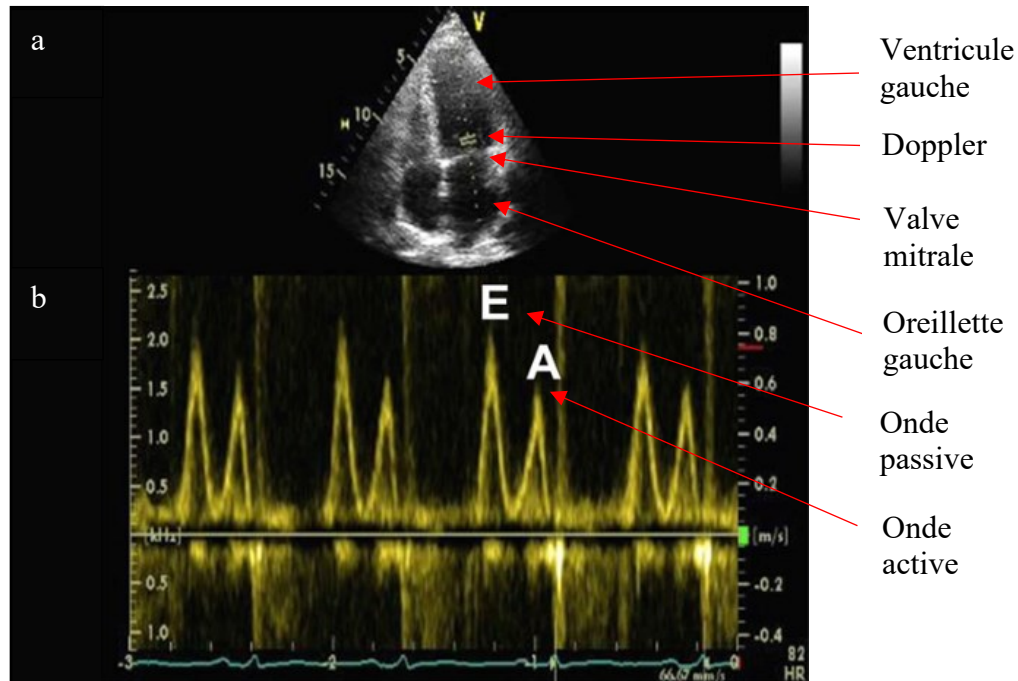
Image échocardiographique attendue de l'évaluation de la vitesse sanguine par Doppler pulsé montrant la position du Doppler au niveau de la valve mitrale (a), et la vitesse sanguine (b) enregistrée au niveau du Doppler.
